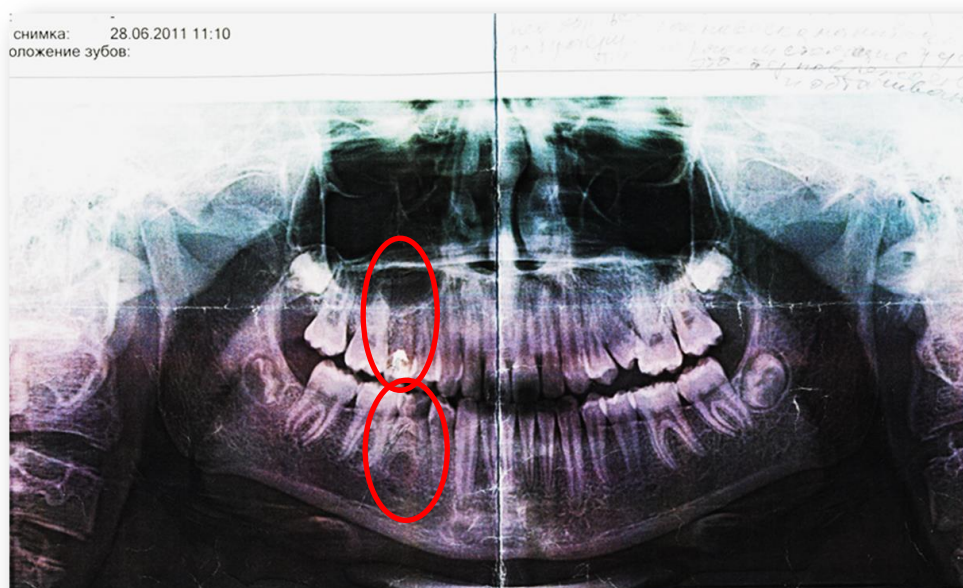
Ортопантомограмма пациентки, первичная адентия 1.5.и 4.5. зубов
